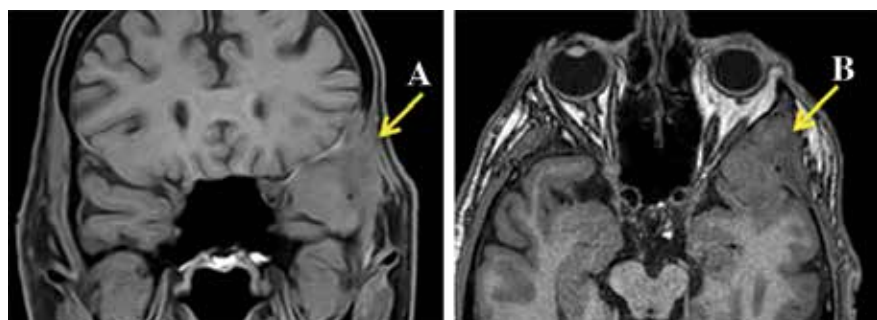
Imágenes preoperatorias de RM. A) Secuencia T1W coronal sin contraste. B) Secuencia T1W axial sin contraste. Se observa la lesión en el polo temporal izquierdo con desplazamiento del tejido cerebral y la infiltración del tejido de la fosa infratemporal y temporal, así como la adhesión a la pared lateral de la órbita (flechas).
